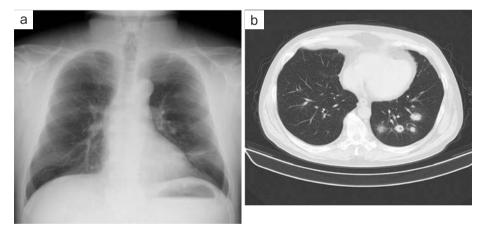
Imaging findings. (a) Chest X-ray on admission showed a nodular shadow in the left middle and lower lung fields. (b) Chest computed tomography scan showed scattered nodular shadows in the left lower lobe, some of which were cavitary.
